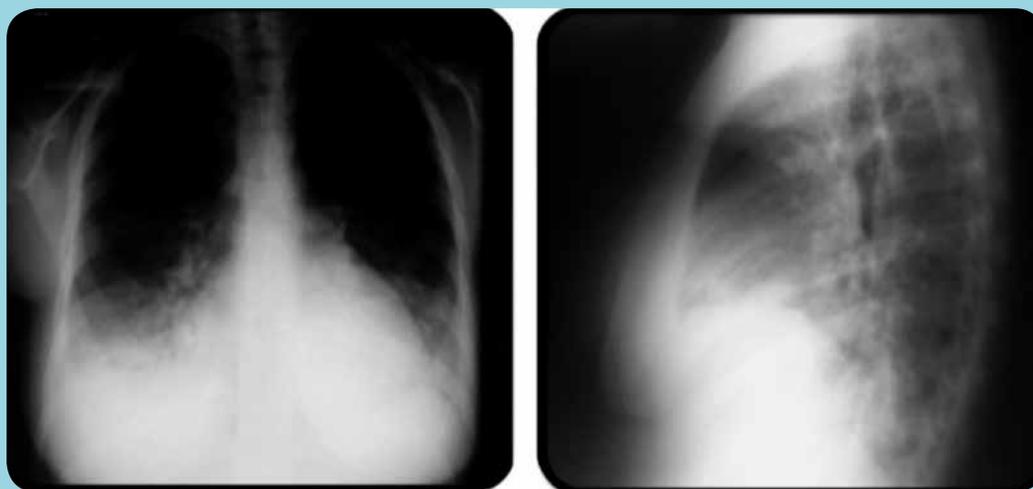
Radiografía de tórax Antero-Posterior y lateral izquierda. Se aprecia Cardiomegalia y derrame pleural bilateral.
